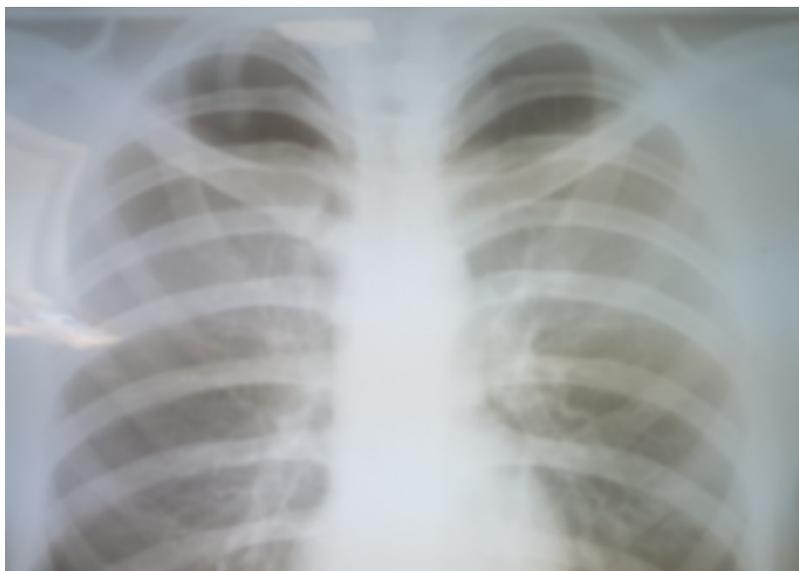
Обзорная рентгенограмма грудной клетки. Пневмоторакс справа.
